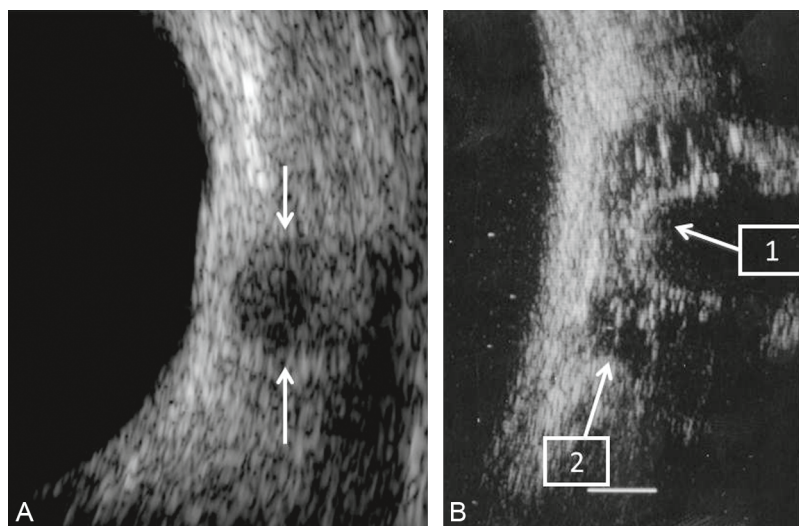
Échographie du nerf optique.
